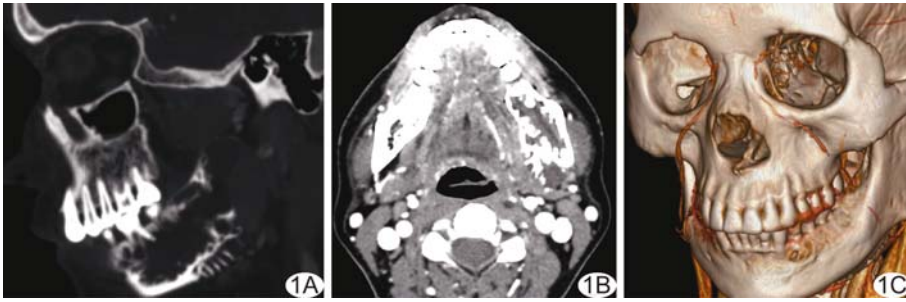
患者女,46 岁,左侧下颌骨 OM A. CT 斜矢状位重建示下颌骨下缘骨性分隔垂直于病灶周边; B. CT 增强图像示病灶局部骨质破坏呈“日光放射状”改变,病灶内部未见强化; C. VR 示左侧下颌骨 OM
